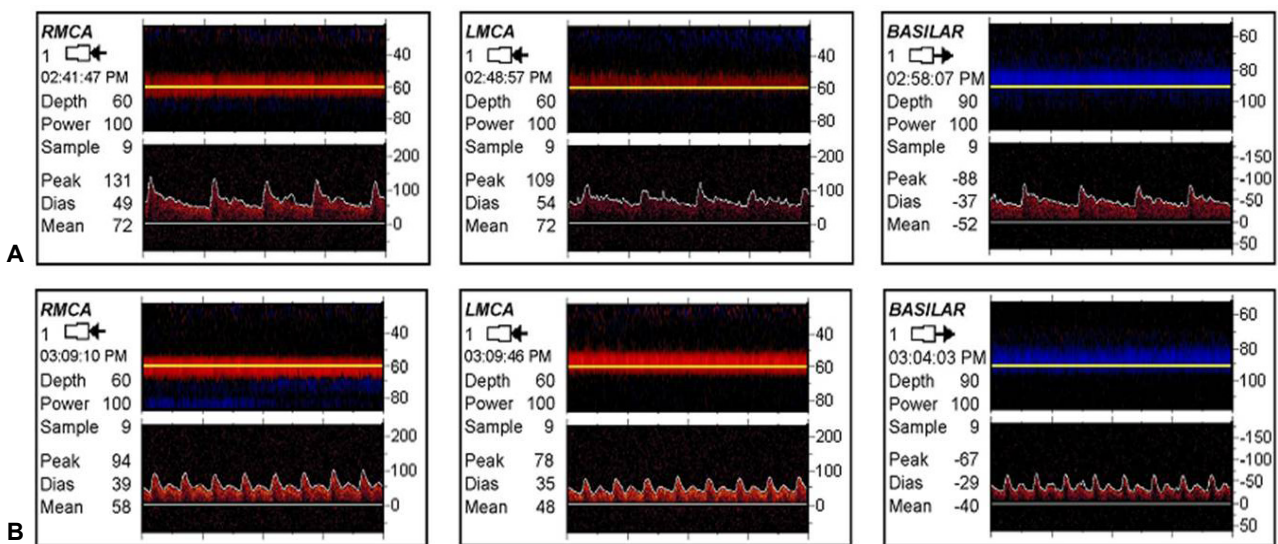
Transcranial Doppler sonographic findings in the supine (A) and sitting (B) position. Significant decrement in systolic cerebral blood flow (CBF) velocities with marked heart rate acceleration was noted.
